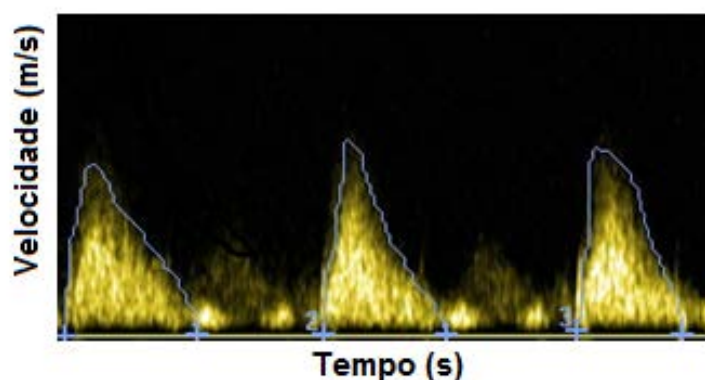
Sonograma com grande diferença entre o valor máximo da DEP (de cada ciclo cardíaco) e a DEP da frequência referente a velocidade máxima estimada pelo EEP .
